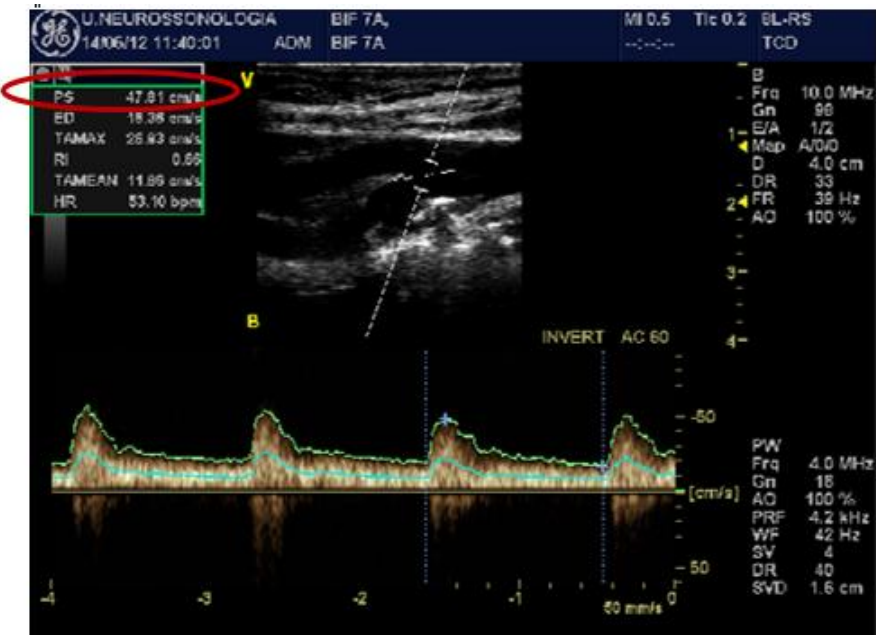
Imagem Doppler PW na PCCA e o seu respetivo valor de velocidade no pico sistólico apresentado no círculo a vermelho
